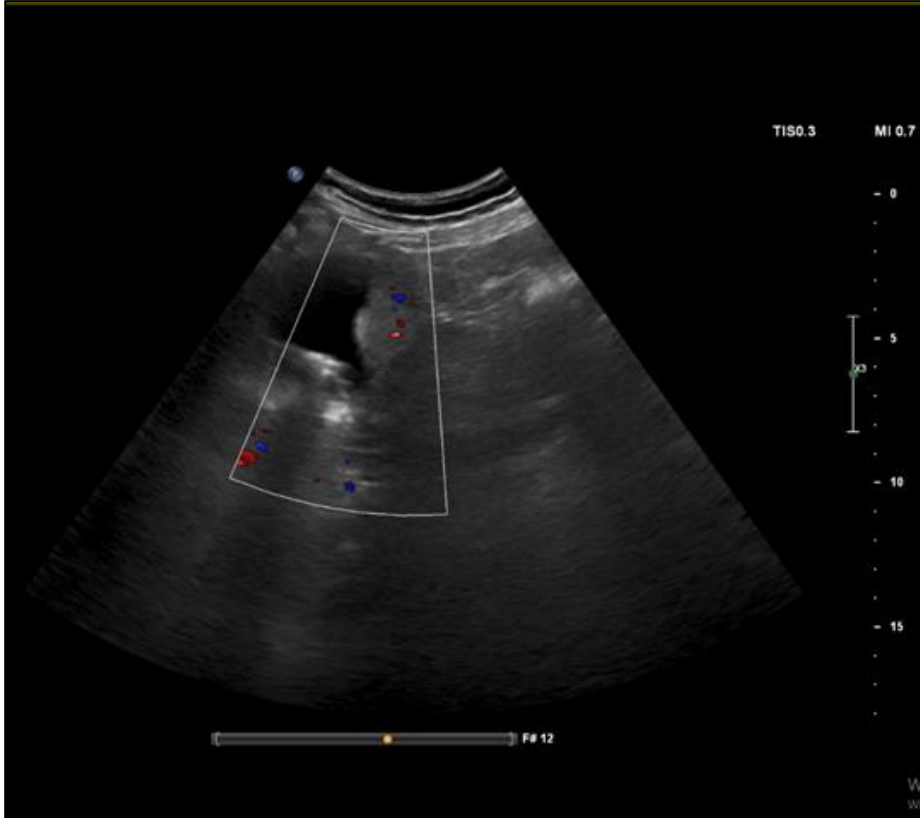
Transabdominal ultrasonography shows polypoid echogenic lesion on the gallbladder wall. Doppler ultrasonographic examination show color singals in the lesion.
